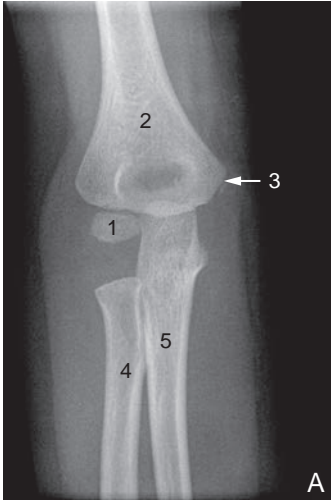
A. Radiographie de coude de face chez un enfant de 3 ans; aspect normal.
